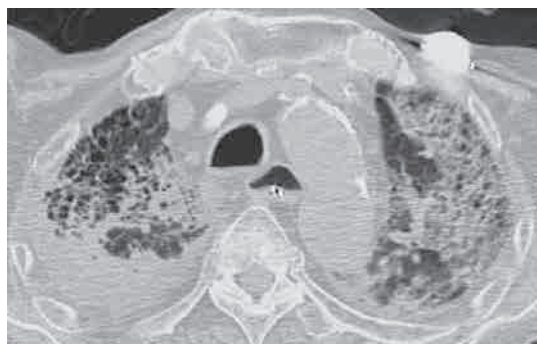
死亡 2 日前の胸部 CT. 両肺上葉の consolidation の悪化.
